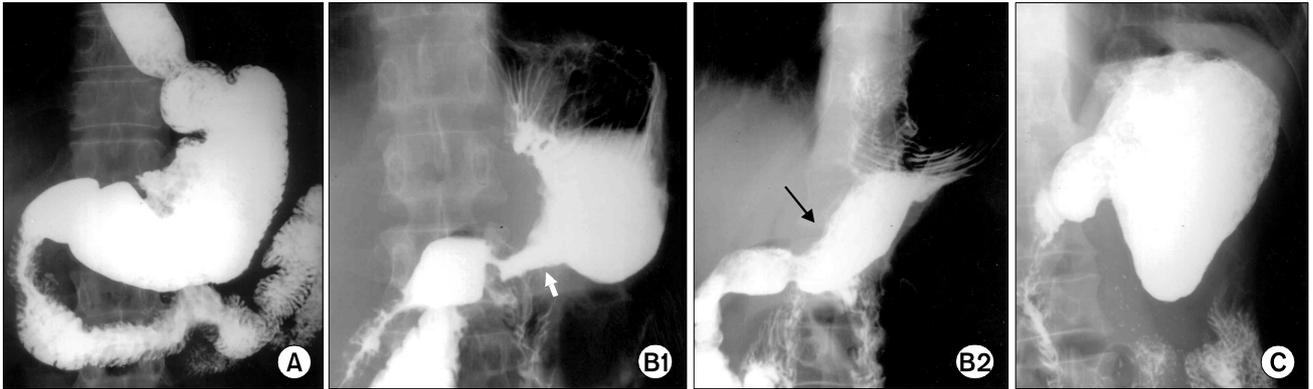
(A) Double-contrast radiograph shows good expansion of the interposed jejunal pouch and remnant antrum. (B) Double-contrast radiograph shows favorable motion with contraction (B1) and distention of the remnant gastric antrum (B2), which results in barium expulsion to the duodenum. (C) Radiograph obtained 2 hours after double-contrast study shows considerable amount of barium sulfate, which represents delayed gastric emptying.
